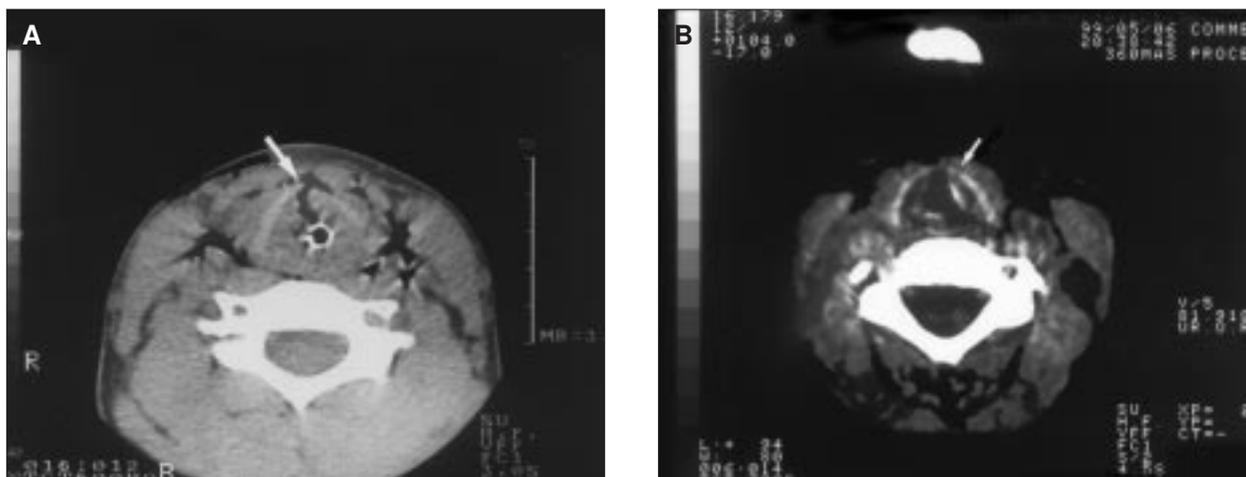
A) TC cervical. Fractura vertical de cartílago tiroides desplazada. B) TC cervical. Fractura del ala tiroidea izquierda.
